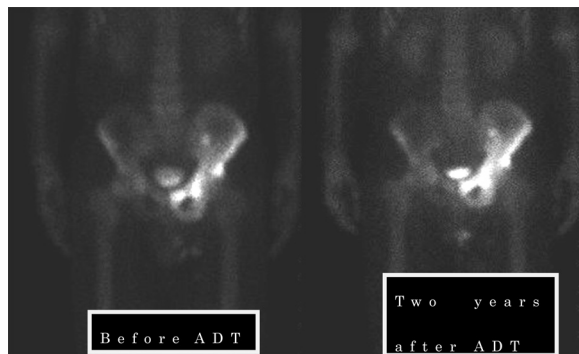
Bone scintigraphy showed abnormal accumulation in the left coxal bone.
